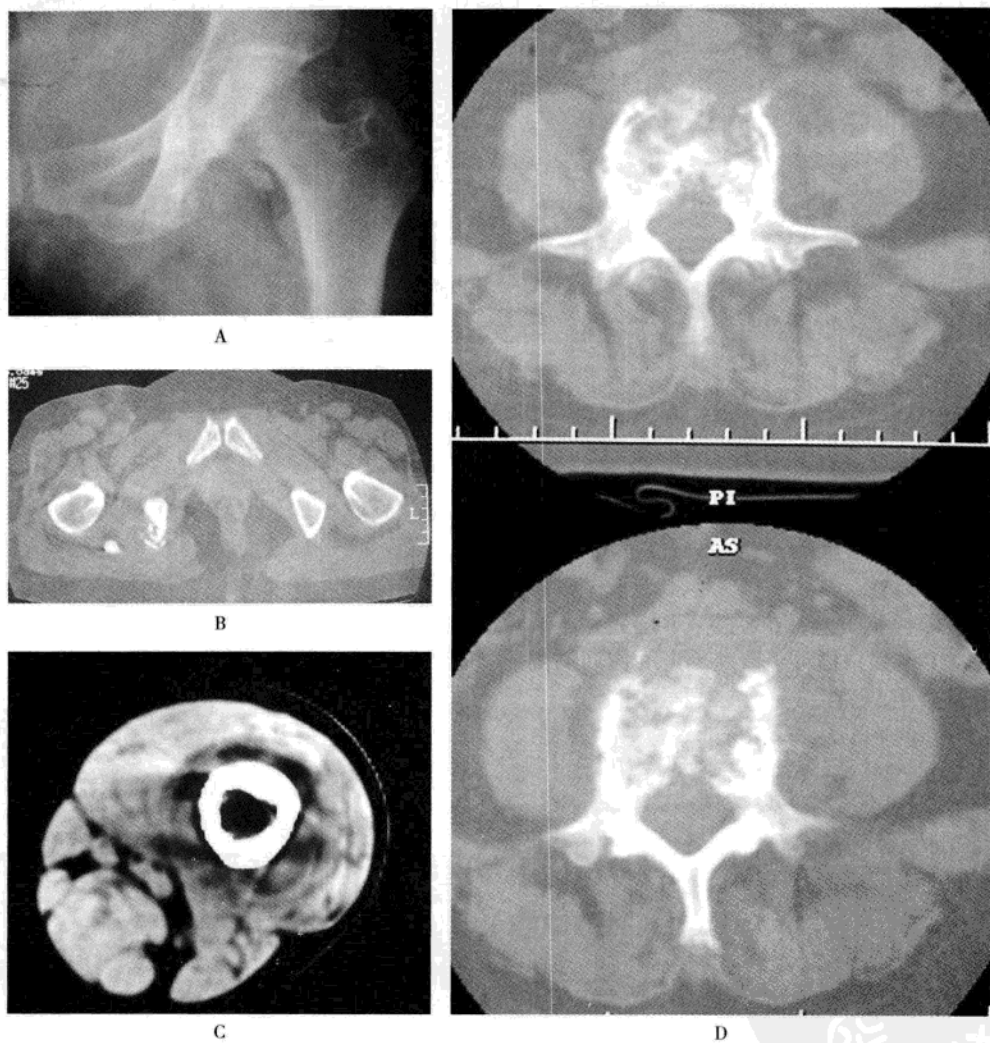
CT 发现死骨、软组织脓肿和气体
